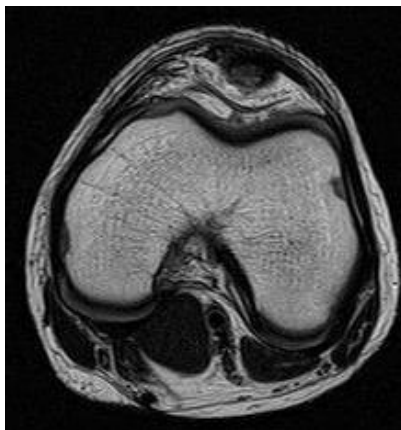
МРТ коленного сустава, аксиальная проекция, T2-ВИ.
